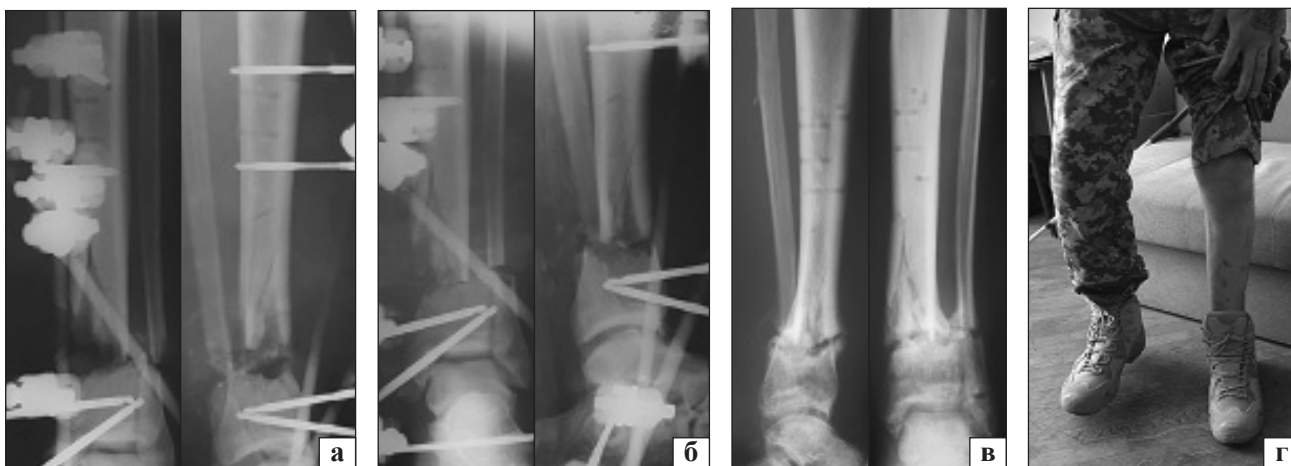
Рентгенограми та фото постраждалого Н., 41 р. на етапах лікування: а) під час госпіталізації через 10 діб після поранення; б) резекція ділянки малогомілкової кістки та загостреного краю великогомілкової, зближення їх, удосконалення конфігурації АЗФ через 6 тижнів після травми; в, г) результат лікування через 7 міс. після травми
